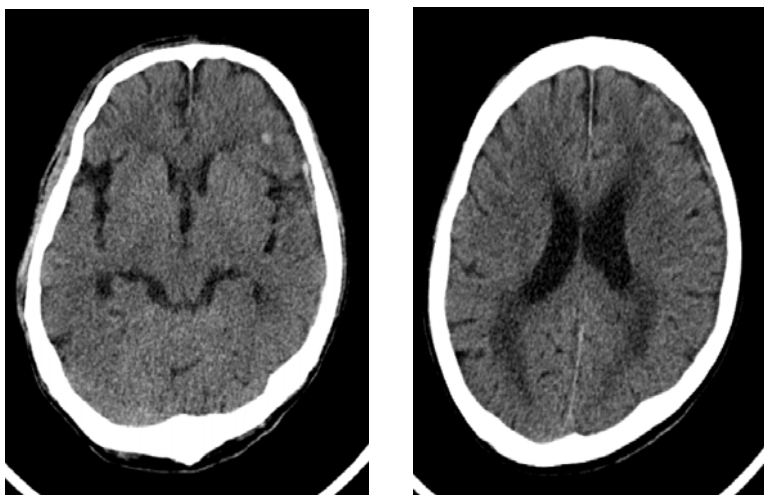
Brain Computed Tomography Image (2012.8.18)
